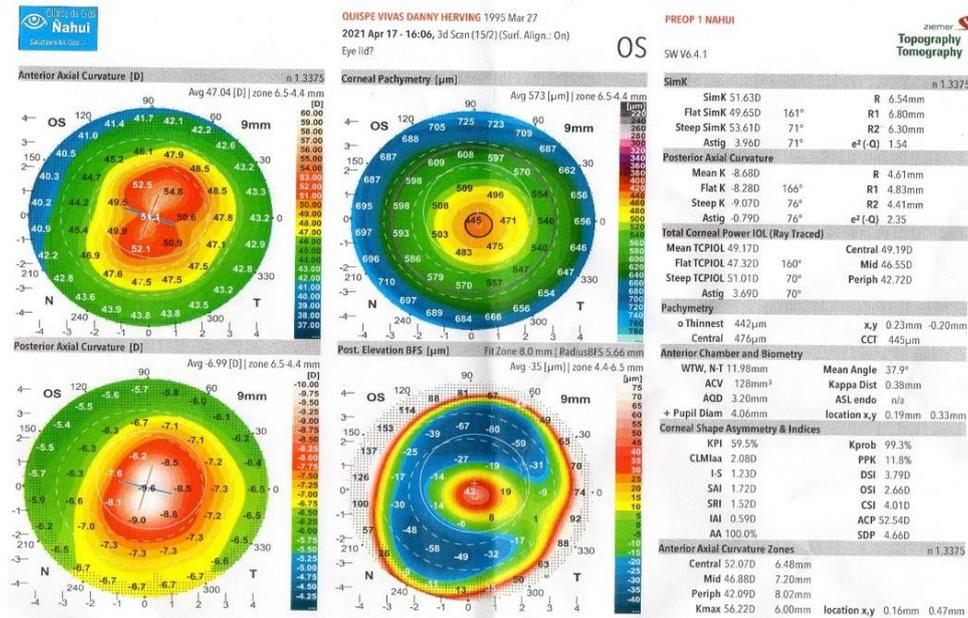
Tomografía corneal OI: Se muestra los mapas de curvatura anterior, elevación y espesor corneal y se observa un queratocono de grado 3
